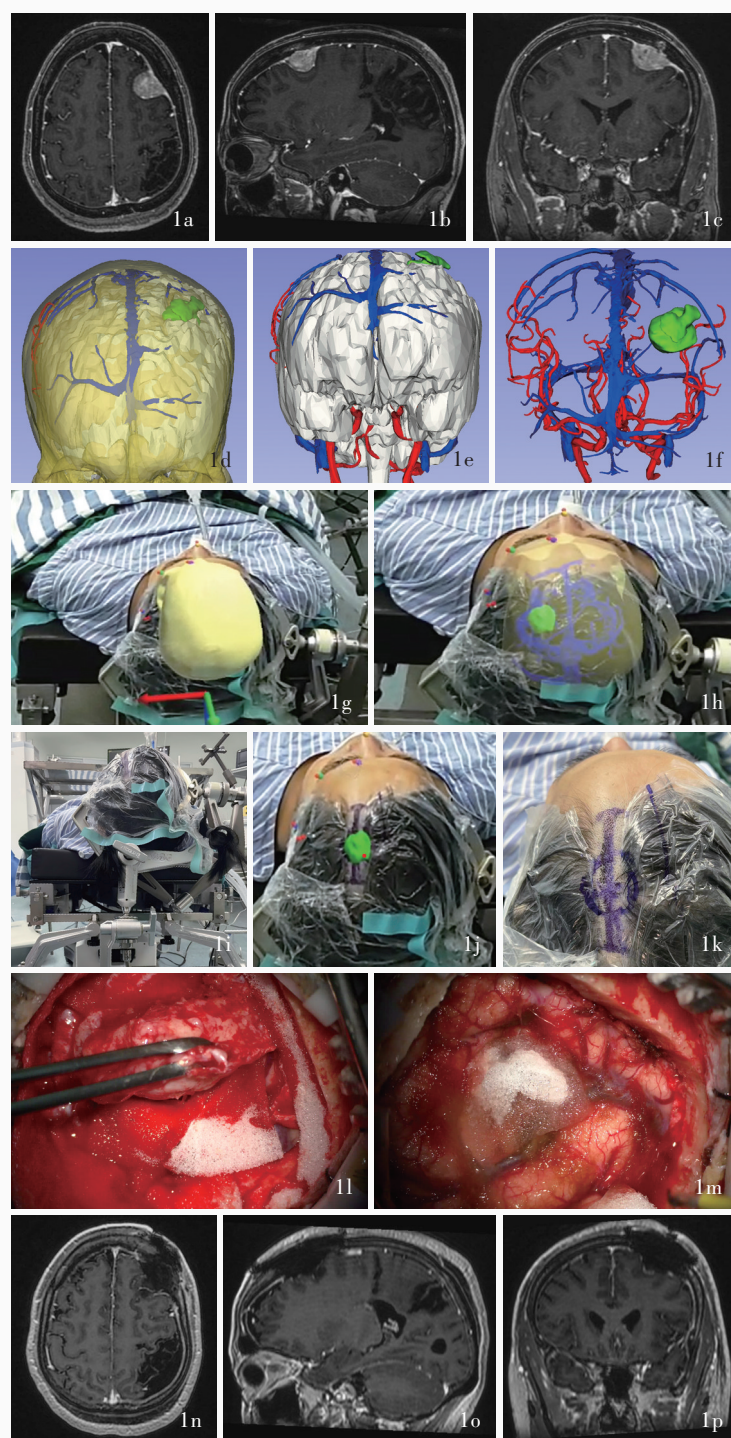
全息混合现实神经导航系统辅助幕上脑膜瘤手术全流程 1a~1c 术前横断面、矢状位和冠状位增强 T₁WI 显示左侧额叶凸面颅骨内板下实性占位性病变,呈明显均匀强化,肿瘤灶与邻近颅骨内板呈宽基底,可见“硬膜尾征”;左侧顶叶大面积软化灶伴周围神经胶质增生形成 1d~1f 通过 CT 和 MRI 数据基于 3D Slicer 软件构建三维全息模型,显示额叶肿瘤位置及其与大脑上静脉的空间关系 1g,1h 利用 HoloLens 2 平台在患者头部表面叠加显示全息图像,精准勾画肿瘤灶边界和周围解剖结构 1i~1k 调整患者体位,根据全息投影规划设计手术切口 1l,1m 分阶段显示肿瘤剥离与切除过程,直至肿瘤全切除 1n~1p 术后横断面、矢状位和冠状位增强 T₁WI 显示肿瘤全切除,无残留病变
